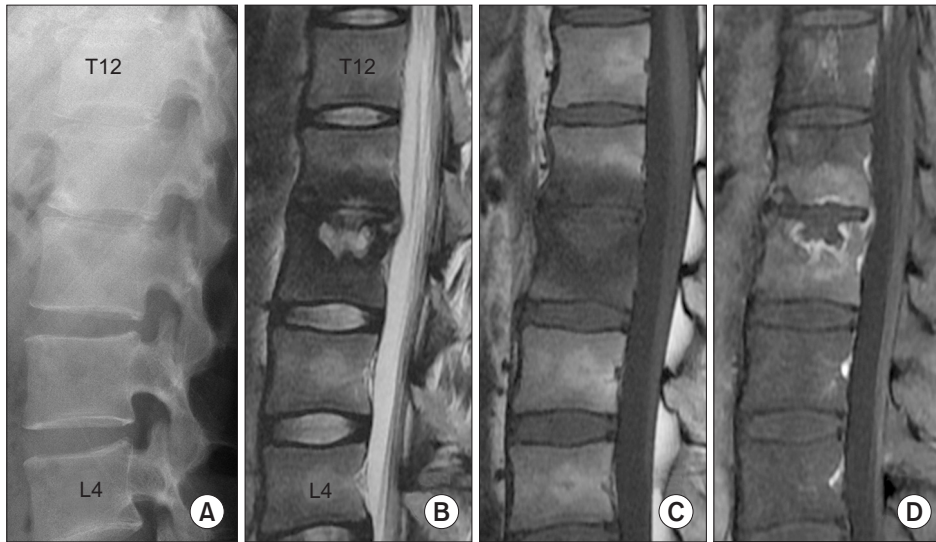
Plane lateral radiograph (A), sagittal T2-weighted image (WI) (B), sagittal T1WI (C), and contrast-enhanced T1WI magnetic resonance imaging (D) demonstrate endplate erosion and small T2 high signal intensity change foci of L1-2 intervertebral disc, but relatively preserving the intervertebral disc integrity. On the other hand, there was no significant epidural and paravertebral soft tissue abscess formation.
